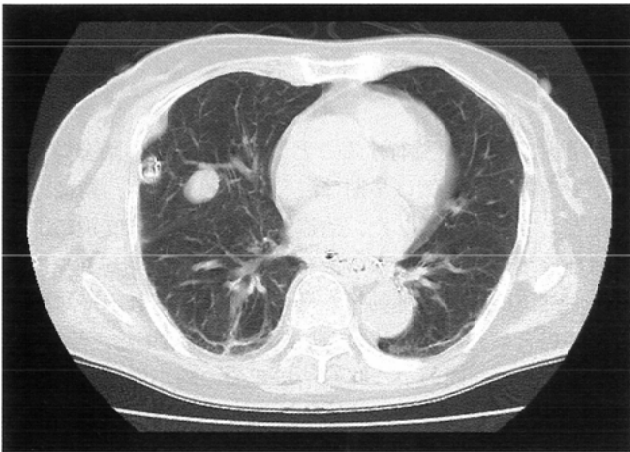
Unenhanced axial CT scan.
